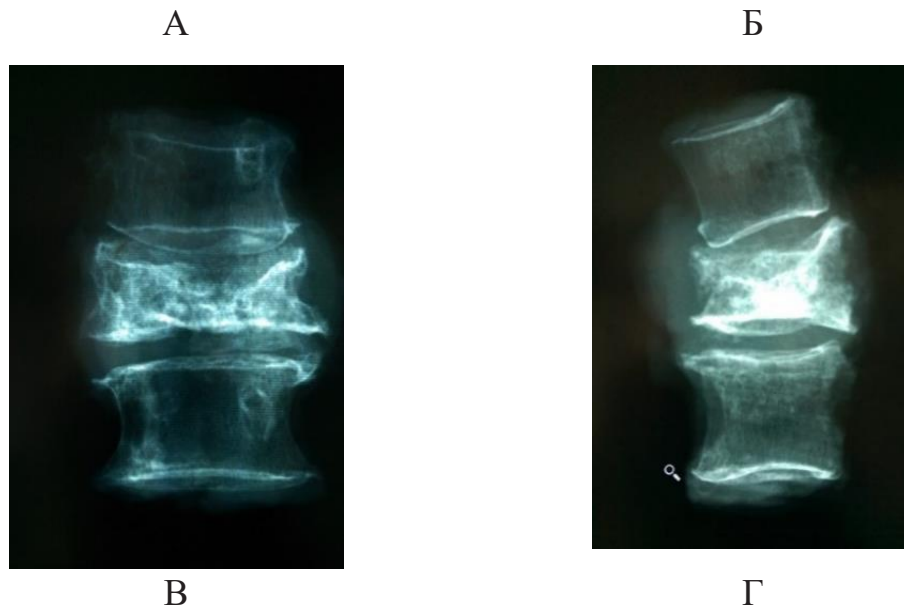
Фото (А – вид сзади; Б – вид спереди) и компьютерные томограммы (В – фронтальный срез; Г – сагитальный срез) удаленного en bloc препарата больной С.
